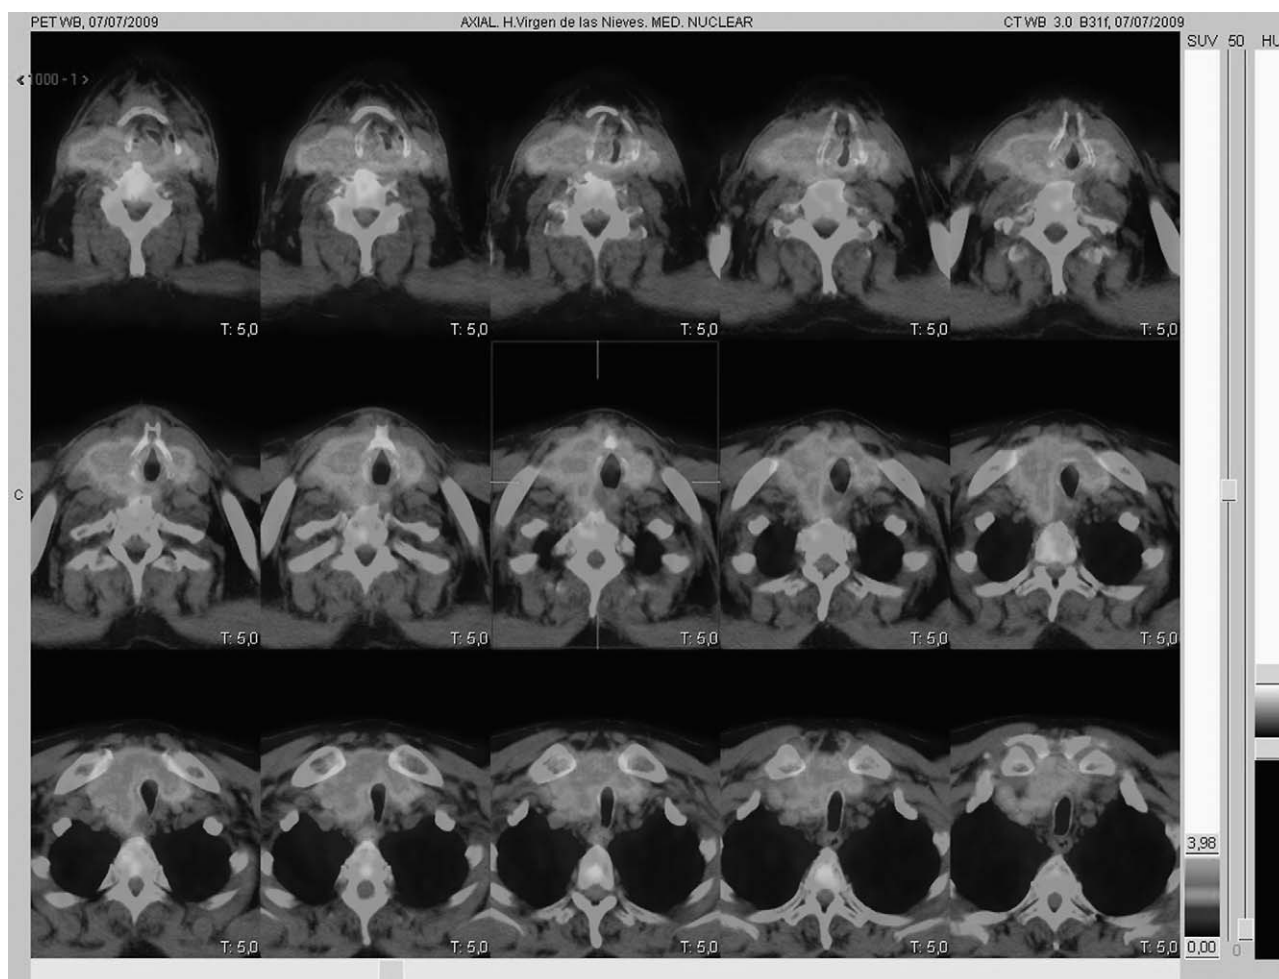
Imagen de PET-TC cervical que muestra una masa hipercaptante a nivel tiroideo, con infiltración de estructuras vecinas: tráquea, esófago, vena yugular interna y músculos pretiroideos.
